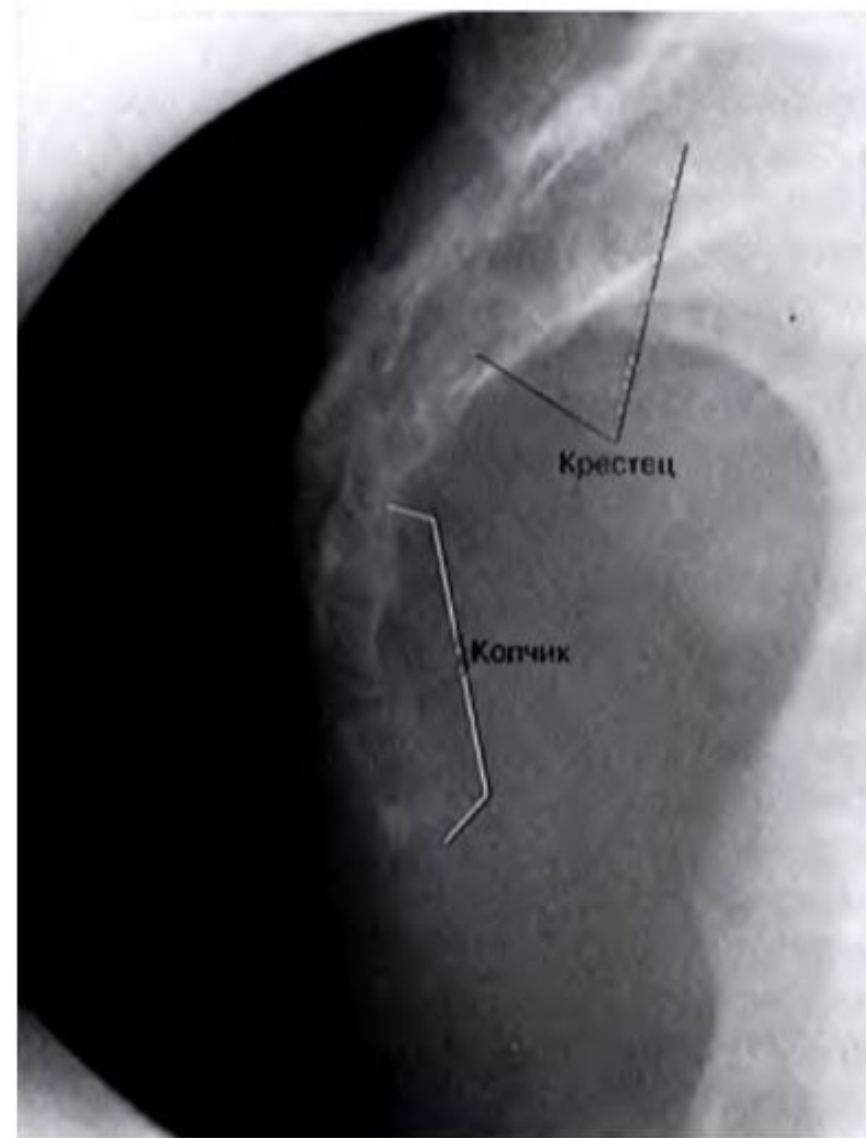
Рентгенограмма крестца и копчика в боковой проекции
